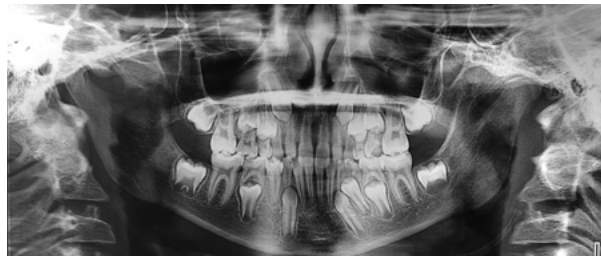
Radiografía panorámica 2A 6M tratamiento.
